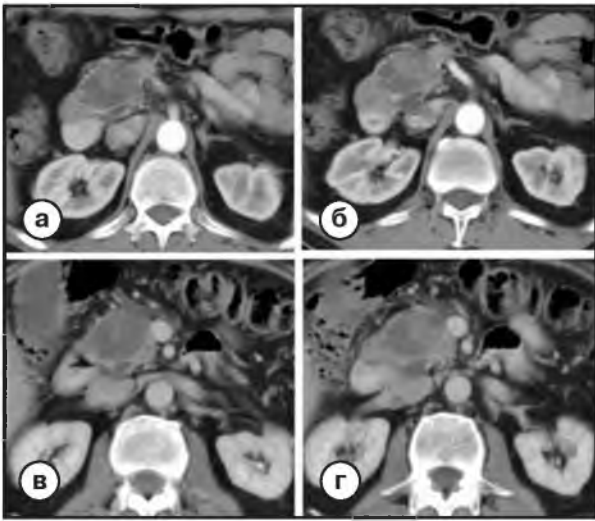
СКТ, артериальная (а, б) и венозная (в, г) фазы. На уровне головки поджелудочной железы панкреатический проток переходит в объемное образование, представленное кистозным и солидным компонентами. По внутреннему контуру стенки образования выявляются мягкотканые разрастания
